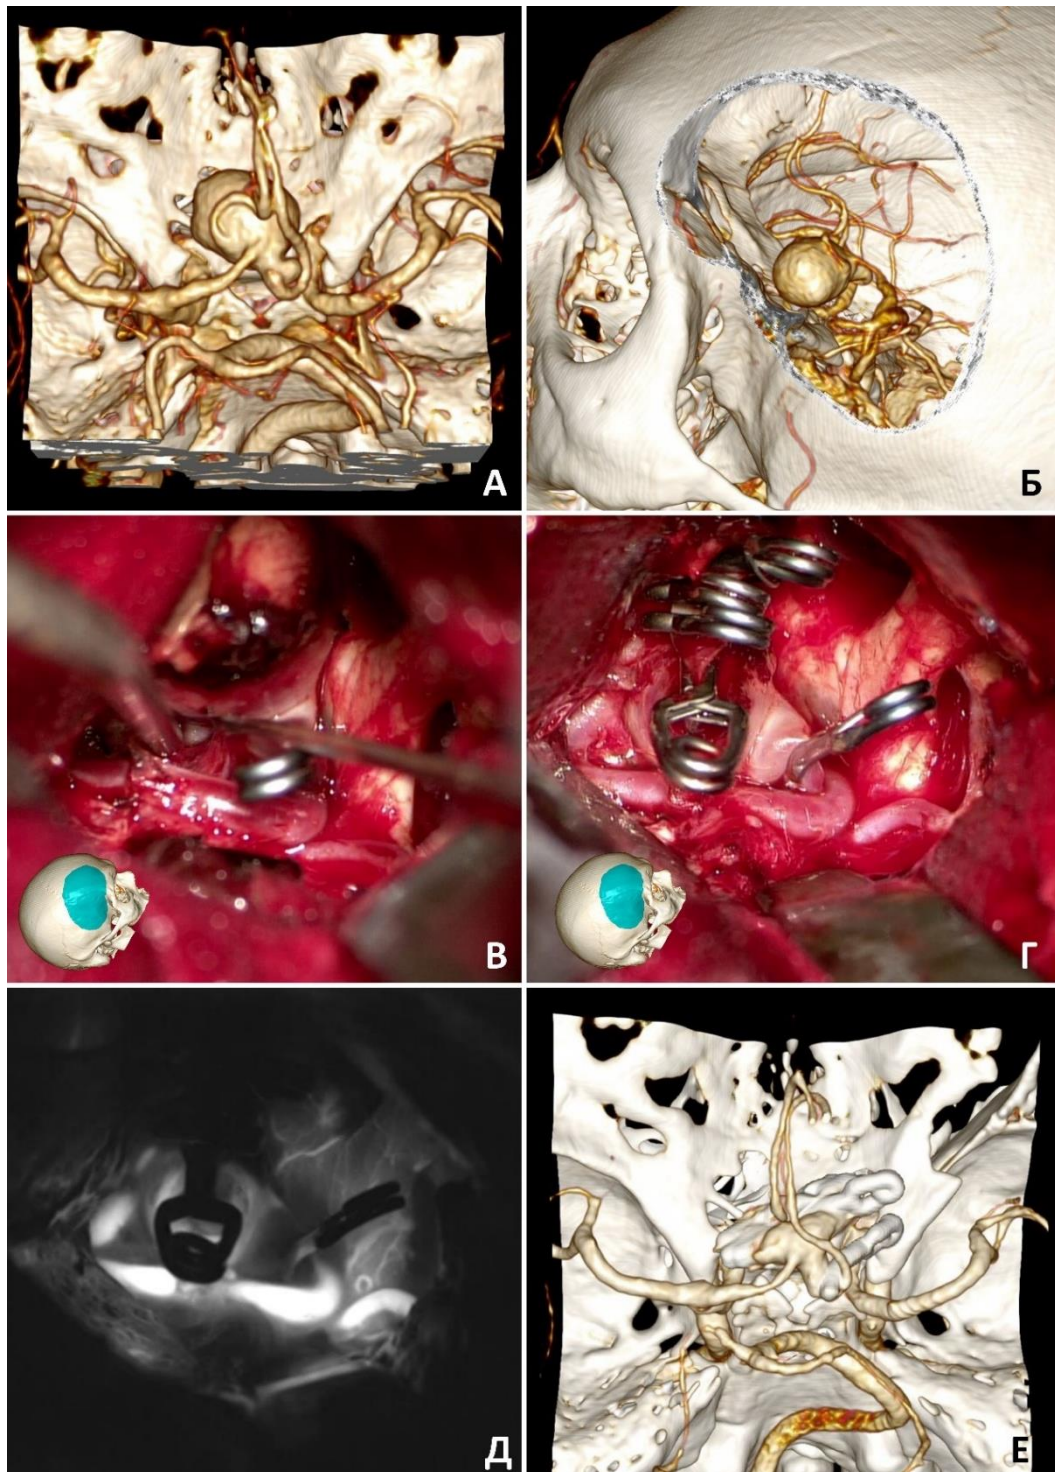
Клипирование крупной аневризмы переднего расположения через контралатеральный доступ в условиях интраоперационного разрыва. А – КТ-ангиография; Б – моделирование левостороннего доступа; В – выделение дистальной части левого А1 сегмента; Г – вид после клипирования; Д – ФВА, наличие функционирующего остатка; Е – контрольная КТ-ангиография
